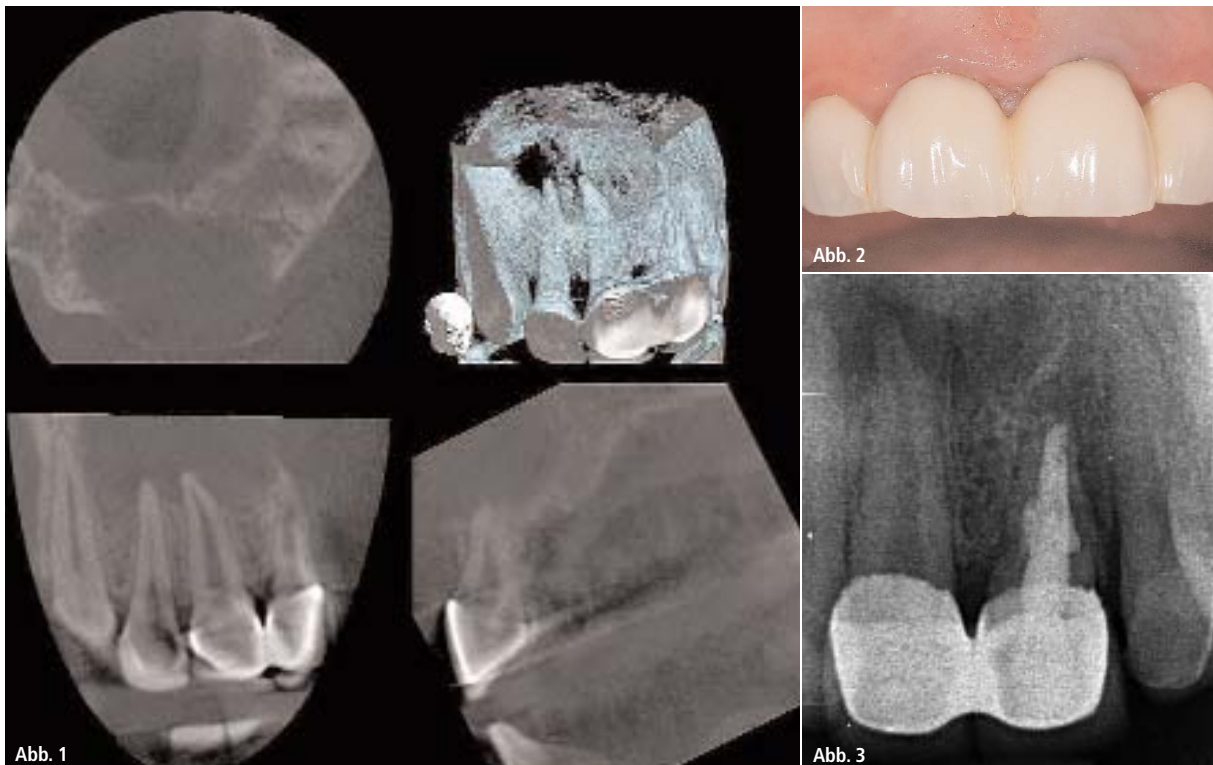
Ausgangssituation. – Abb. 2: Klinische Situation und ... – Abb. 3: ... Röntgensituation vor der Behandlung.
